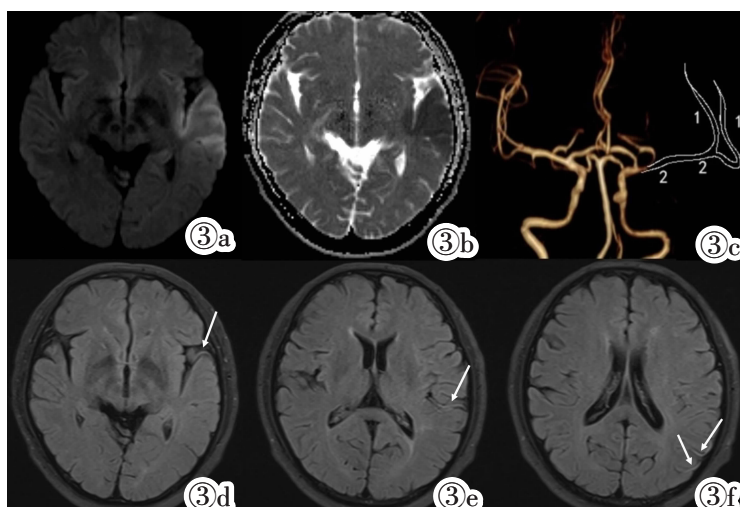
男,55 岁,发现右侧肢体无力 9 h。DWI 序列(图 3a,3b)显示该患者左侧大脑中动脉供血区梗死灶;TOF-MRA 序列(图 3c)评估 CBS 为 4 分; T_2 -FLAIR 序列(图 3d~3f)评估 FVH-ASPECTS 为 3 分。基线 NIHSS 评分为 10 分,3 月后 mRS 评分为 4 分。
